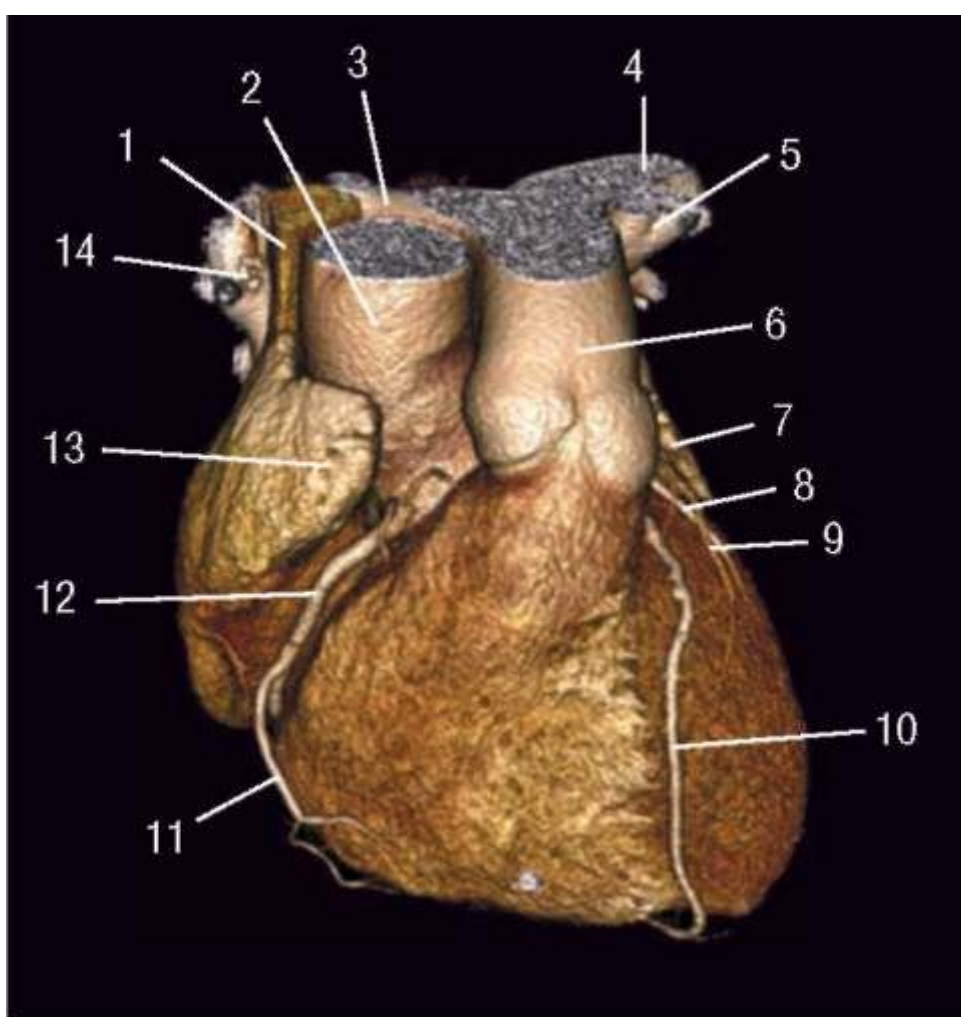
МСКТ-ангиограмма сосудов сердца в режиме объемного рендеринга (вид с передней поверхности): 1 - *v. cava superior*; 2 - *aorta ascendens*; 3 - *a. pulmo-nalis dextra*; 4 - *a. pulmonalis sinistra*; 5 - *v. pulmonalis sinistra superior*; 6 - *tr. pulmonalis*; 7 - *auricula sinistra*; 8 - *r. marginalis sinister*; 9 - *v. cordis magna*; 10 - *r. interven-*
